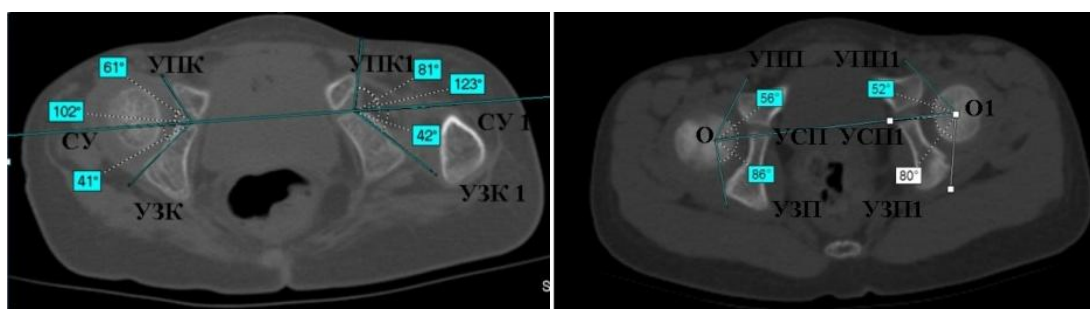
МСКТ ТБС, аксиальный срез. Определение угла антеверзии вертлужной впадины
